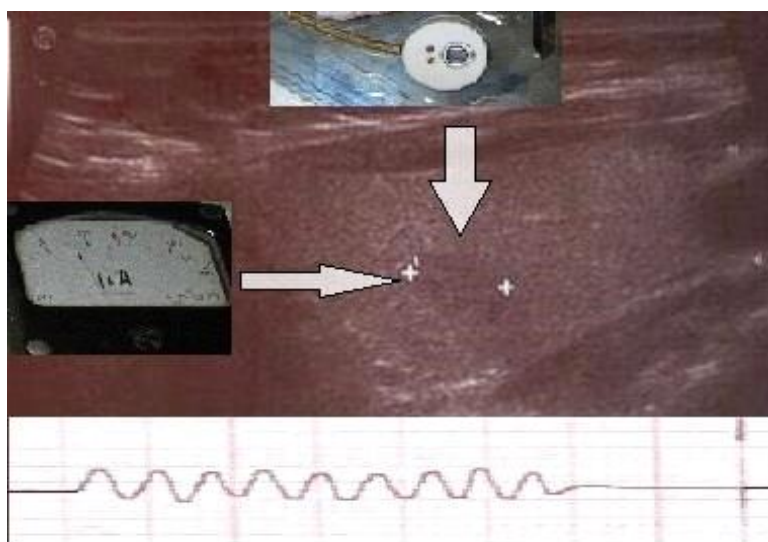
УЗИ-трансиллюминационный мониторинг при РЦЖ
